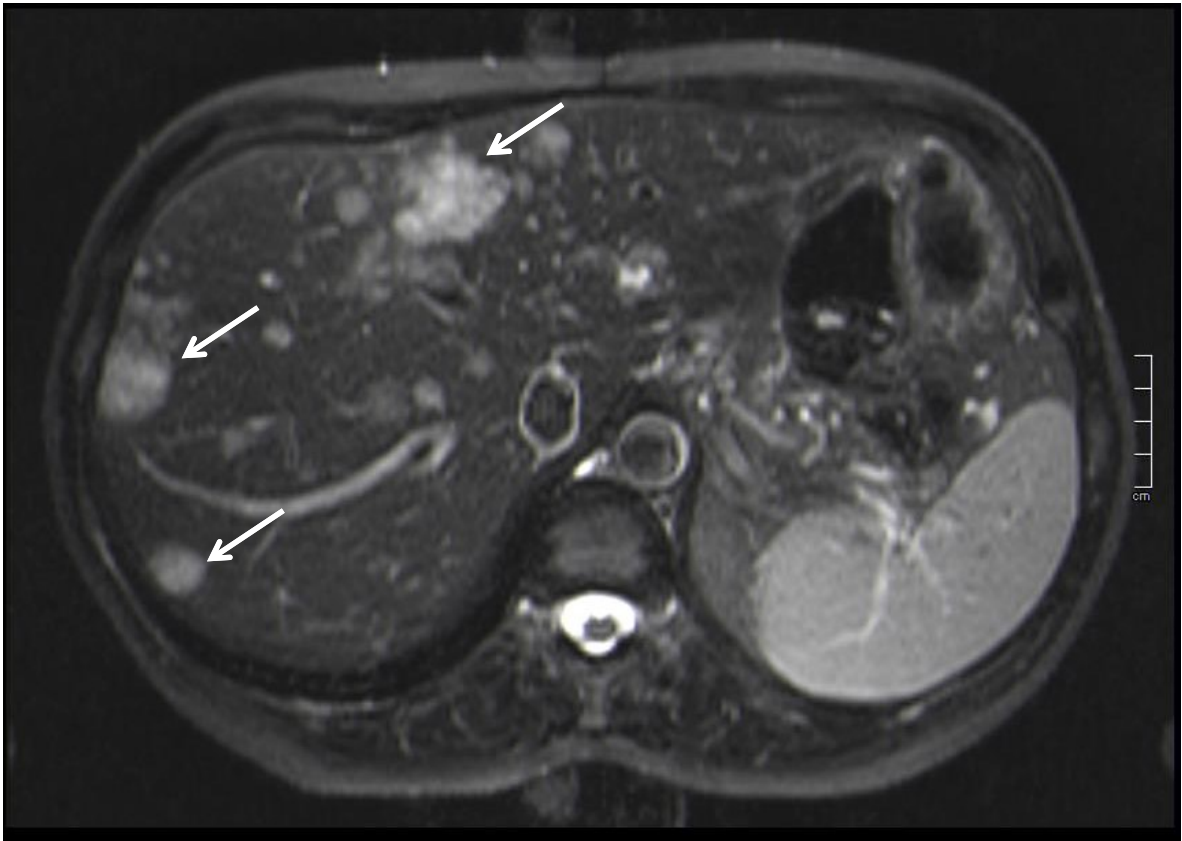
Multiple Lebermetastasen im MRT
